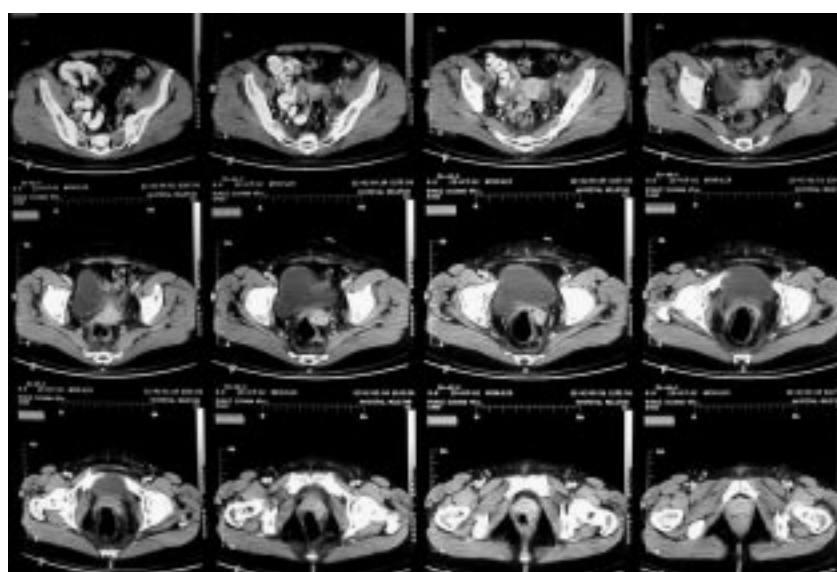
TAC pelviano de diciembre 2002, posterior a quimiorradioterapia. Nótese la desaparición del tumor primario.
